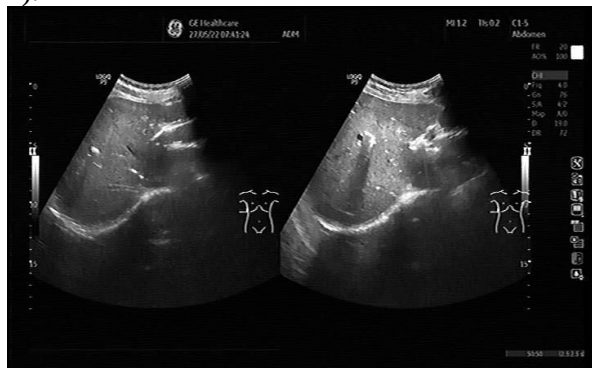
Ecografia abdomino-pelvină
